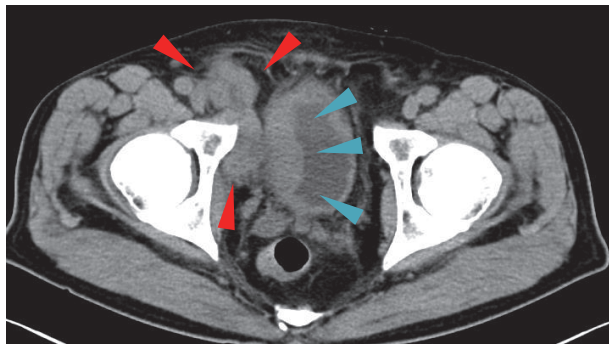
Pelvic plain CT showing a tumor on the right bladder wall (blue arrow) and pelvic lymph node enlargement (red arrow).
